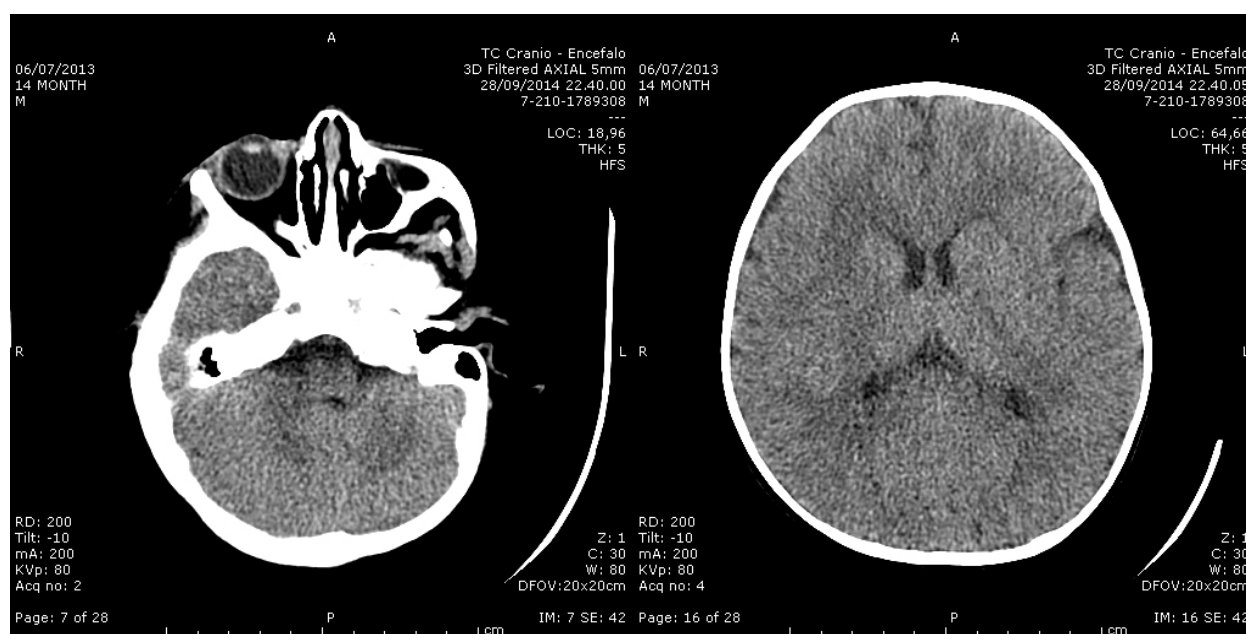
studio TC cranio encefalo eseguito a 80 kV in bambino di 14 mesi
